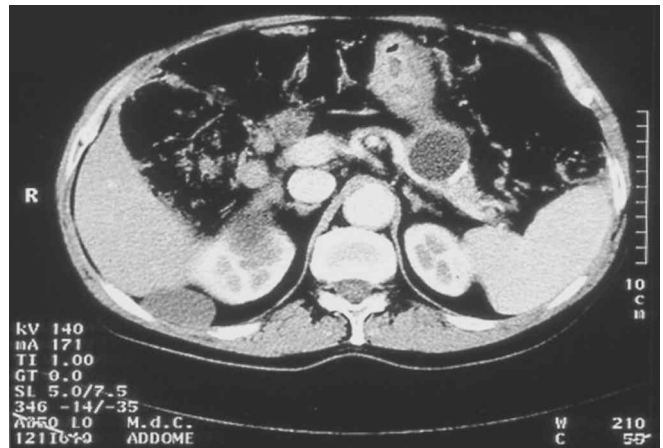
La TC mostra una pseudocisti a livello del moncone pancreatico. Questa è una possibile normale evoluzione dopo l'occlusione del dotto a seguito di una DCP, senza significato patologico.
